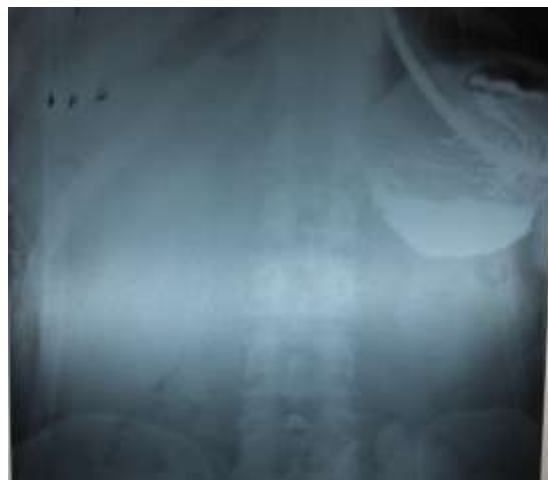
X-ray of the esophagus and stomach with barium sulphate
